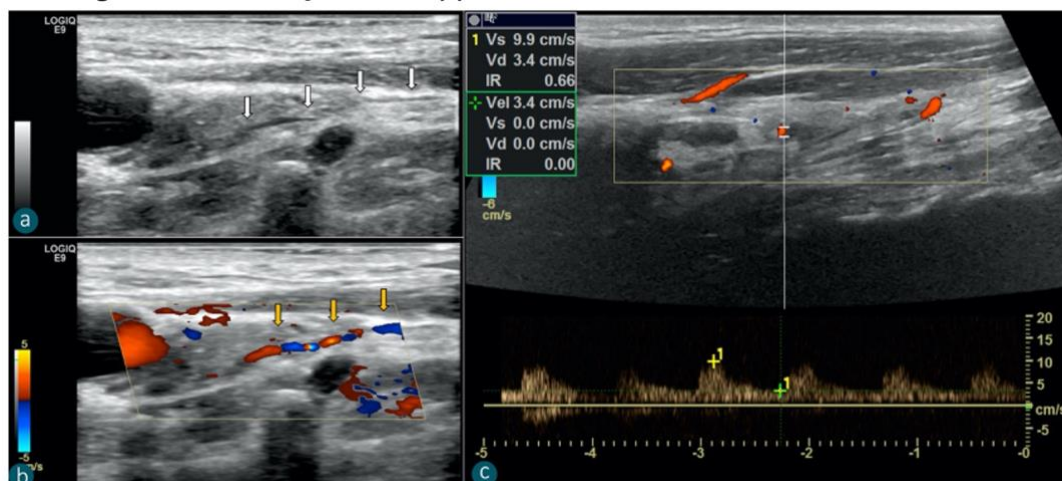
Avaliação ao Doppler dos neuromas traumáticas cervicais. Imagem ultrassonográfica de paciente de 47 anos (a,b) apresentando NTC após esvaziamento cervical lateral com pequeno vaso entrando no nódulo em modo B (setas brancas) e Doppler colorido (setas amarelas). Um paciente de 36 anos (c) apresentou pequeno vaso no interior do NTC, com padrão arterial ao Doppler pulsátil espectral.
